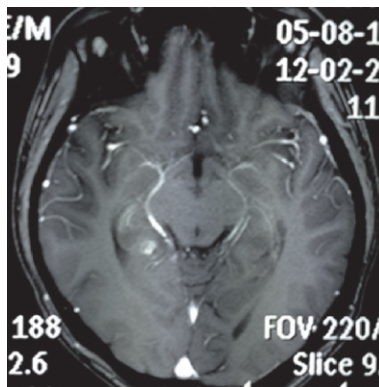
МРТ с внутривенным усилением после проведения стереотаксической биопсии.
